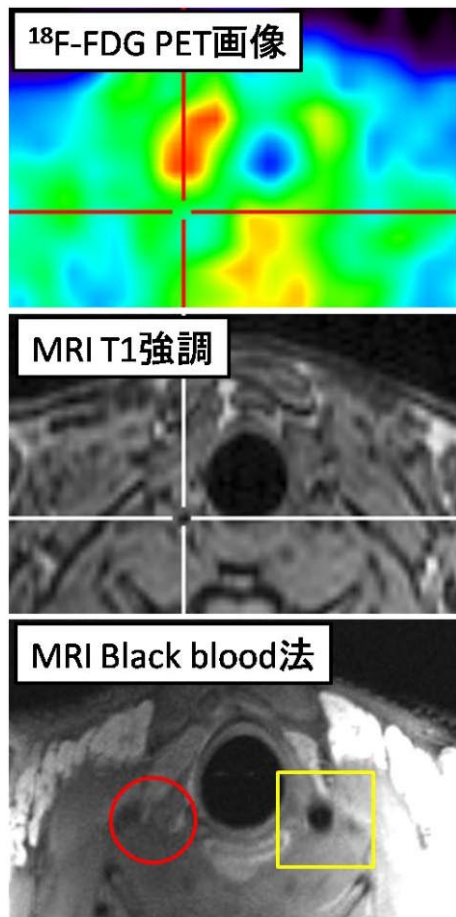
^{18}F -FDG PET 加算画像およびMRI画像。
